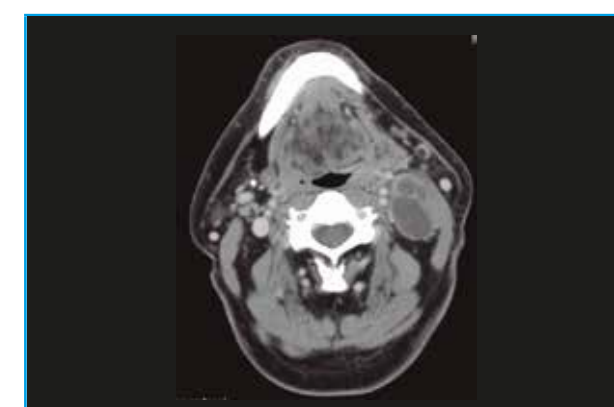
TC axial adenopatía cervical izquierda con necrosis en su interior y signos de extensión extracapsular con infiltración de musculo esternocleidomastoideo. Adenopatía única mayor de 3cm y menor de 6 cm en TPOD. Cuello N2a con ECE.
